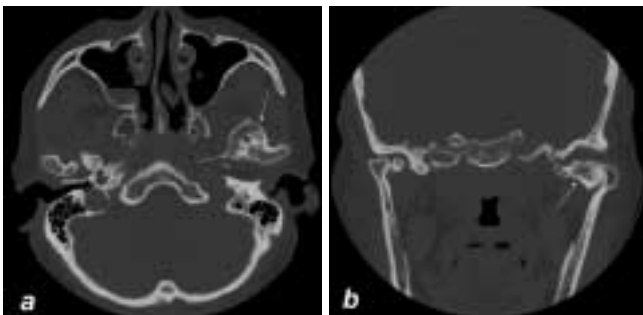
TMJ CT (bone window setting) ; a. Axial CT section demonstrates the antero-medial bony exostoses (arrows) on the left mandibular condyle. b. Coronal CT section shows the mass of left mandibular condyle with medial bony expansion (arrow).
